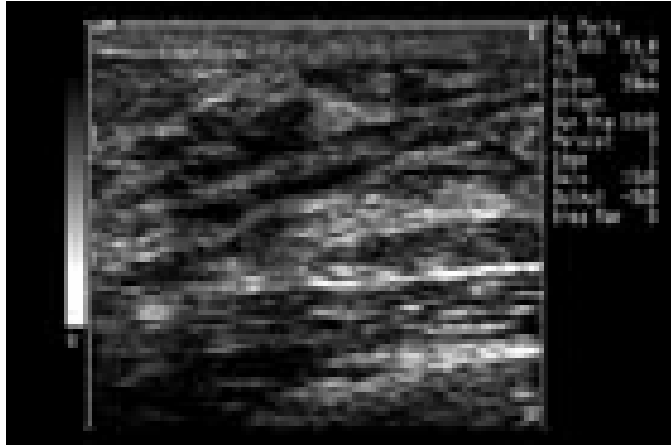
Pequeñas imágenes quísticas superficiales visualizadas por ecografía mamaria.
